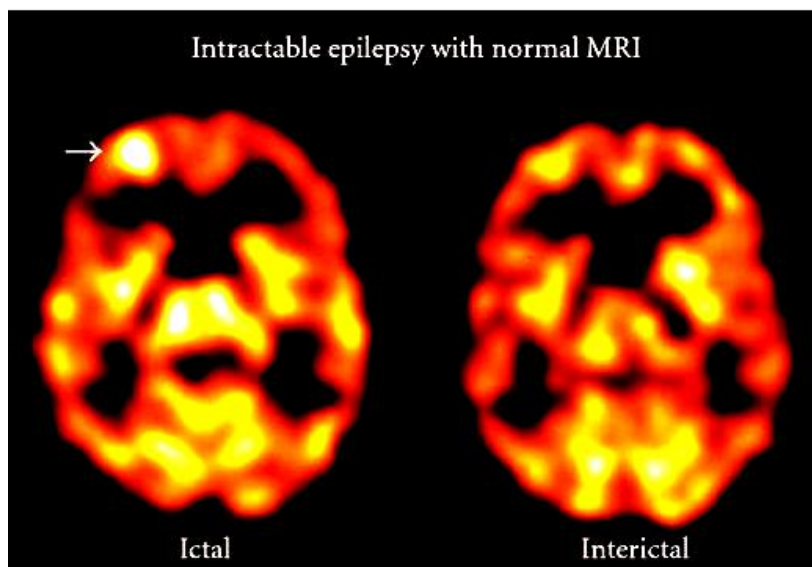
Использование ОФЭКТ и МРТ при эпилепсии для оценки региональной перфузии головного мозга [58].
